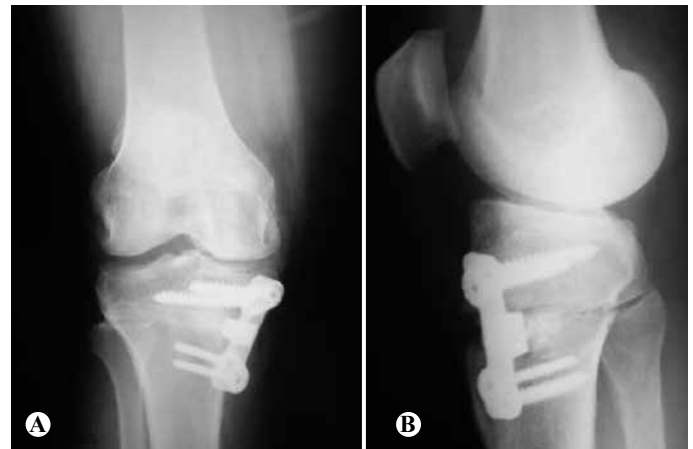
(A) Radiografia em AP; (B) Vista em perfil de paciente do grupo I submetido à osteotomia e fixado com placa bloqueada e com batente – placa Puddu®.
